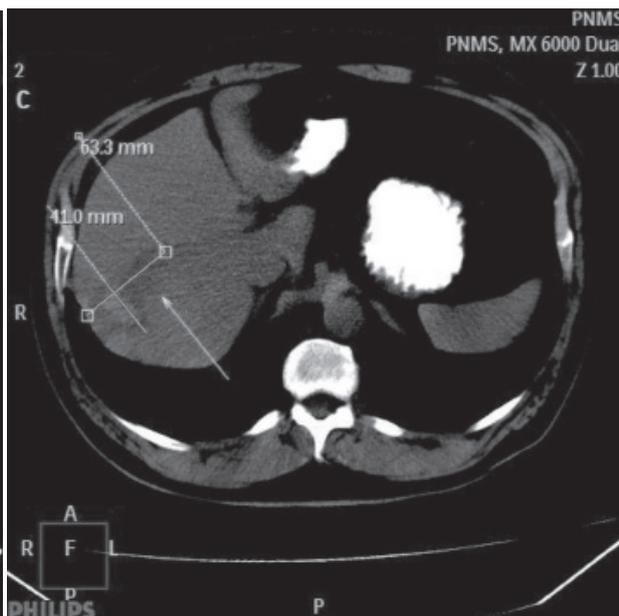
Компьютерная томограмма больного А. в динамике
